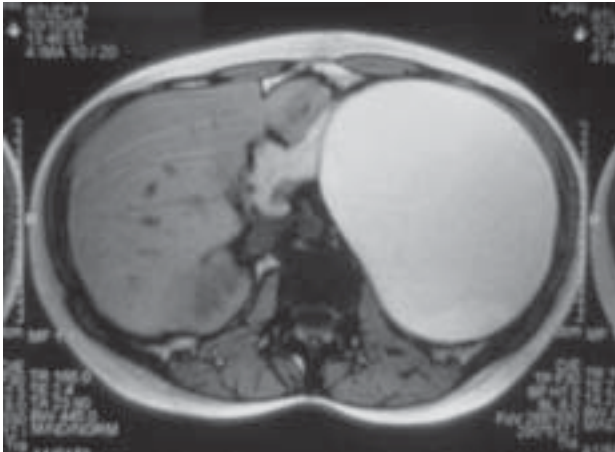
Nos cortes axiais da ressonância magnética no T2 onde se observa grande massa cística de conteúdo homogêneo hiperintenso, melhor descrita no texto.
